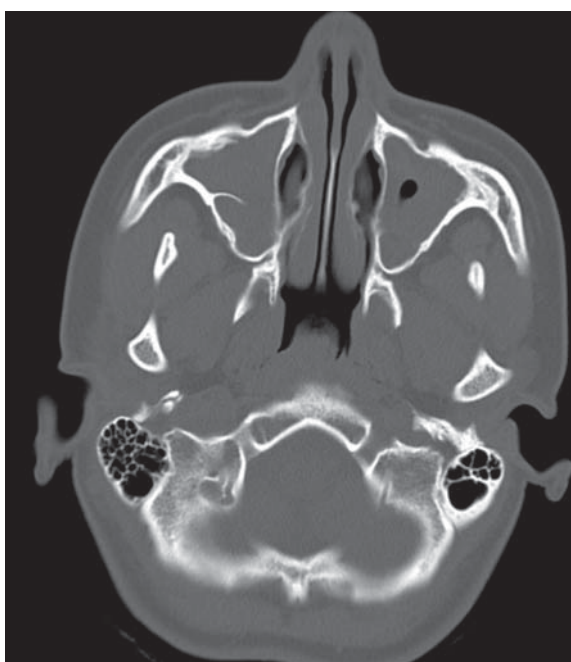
КТ придаточных пазух носа. Правая
